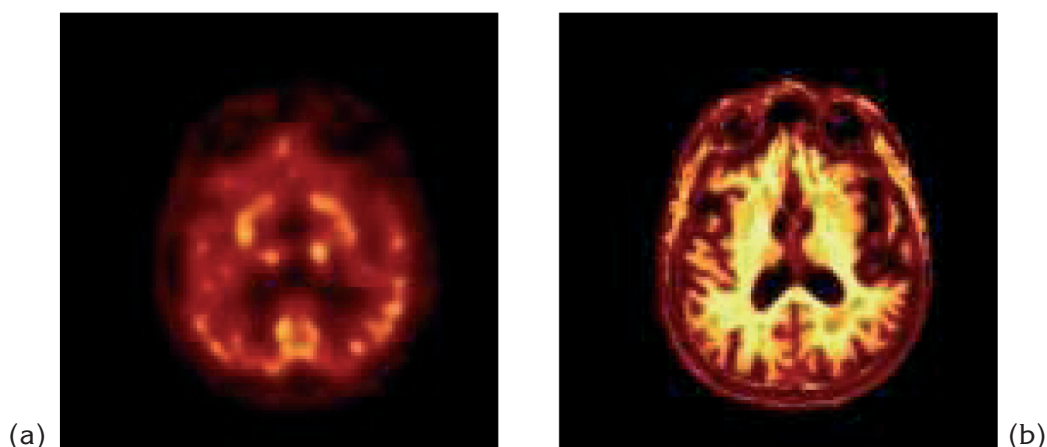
Sezioni assiali in corrispondenza anatomica estratte dalle immagini SPECT e RM dello stesso paziente: (a) sezione tratta da s , immagine funzionale SPECT; (b) sezione tratta da m , immagine strutturale RM (pesata T_1) coregistrata e ricampionata sulla SPECT
